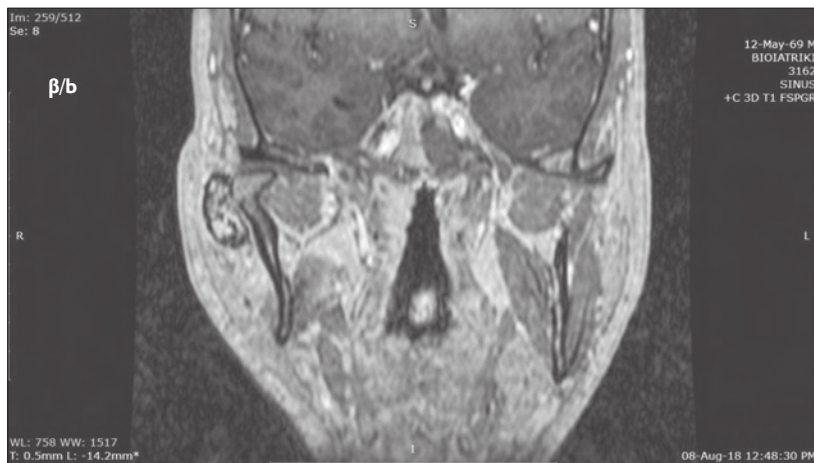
Preoperative CT scan, revealing a large lesion on the outside of the condyle on the right, with a well-delineated calcification inside and on its periphery, and a close relationship to the outer surface of the condyle.
